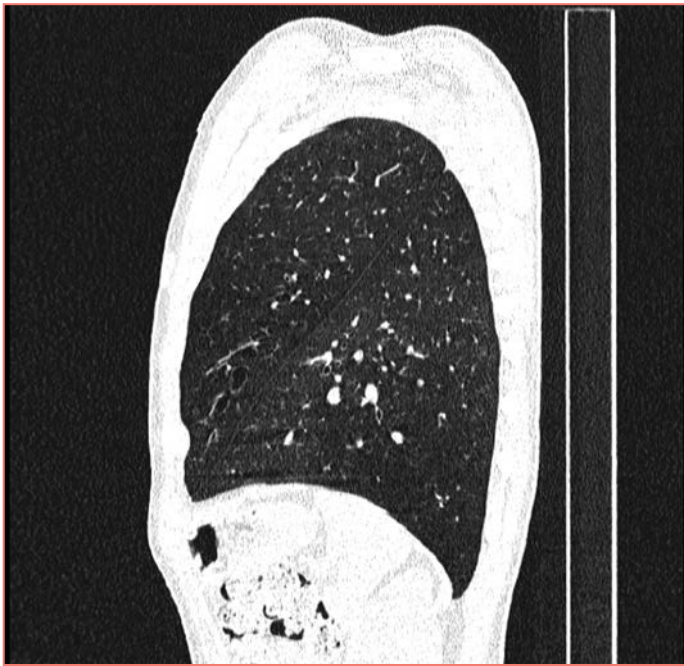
Рентгенограмма легких от 24.01.2016
